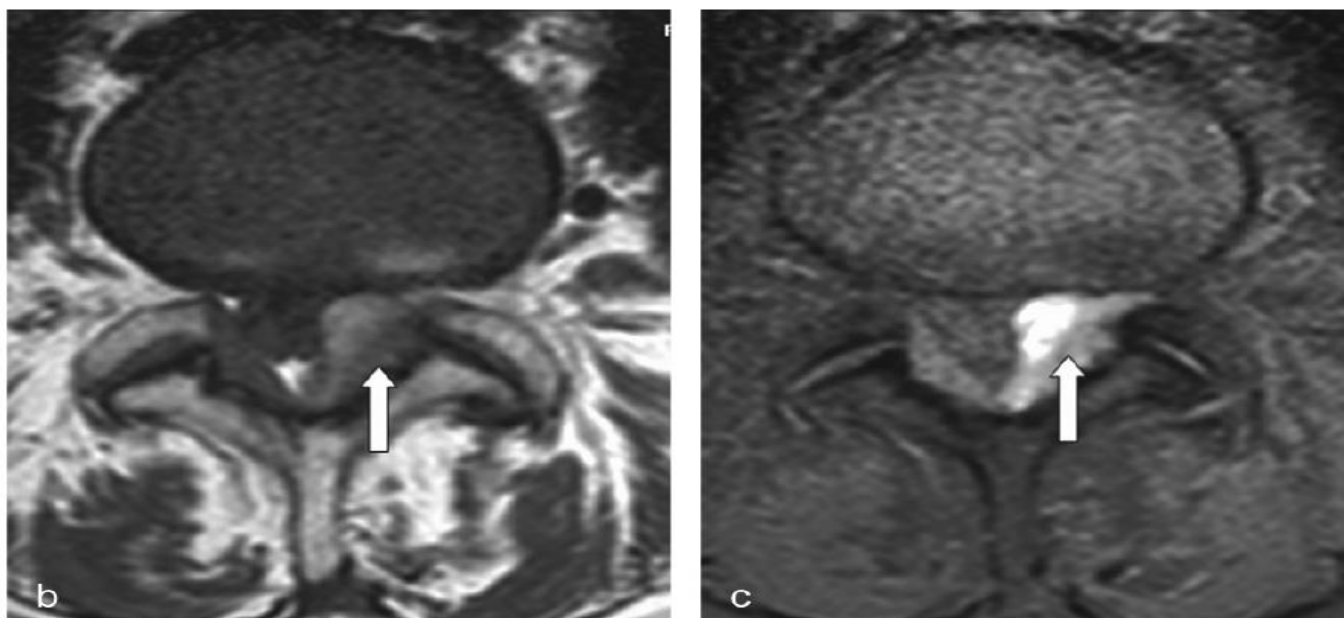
IRM en coupes axiales avec et sans suppression du signal de la graisse : démonstration du signal spontanément intense de cette formation endo-canaire (flèche en b) et de son association à une arthrose zygapophysaire sévère ; ce signal intense persiste après suppression du signal de la graisse (flèche en c), et est donc d'origine hématique [81].
